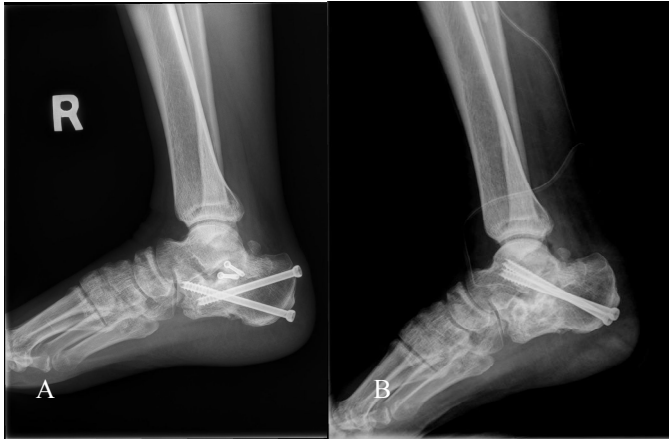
(A) Ankle lateral X-ray demonstrating post-traumatic subtalar arthritis after 1 year of operation.
